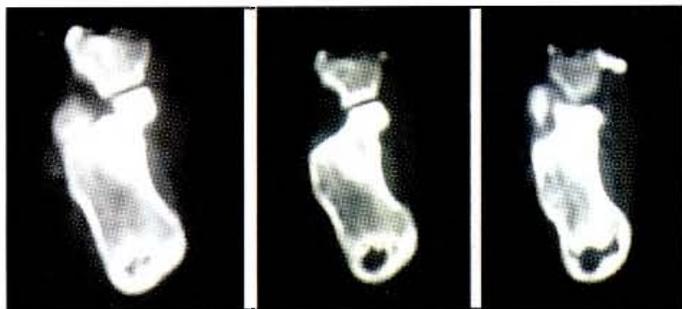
Tomografía de Calcáneo
